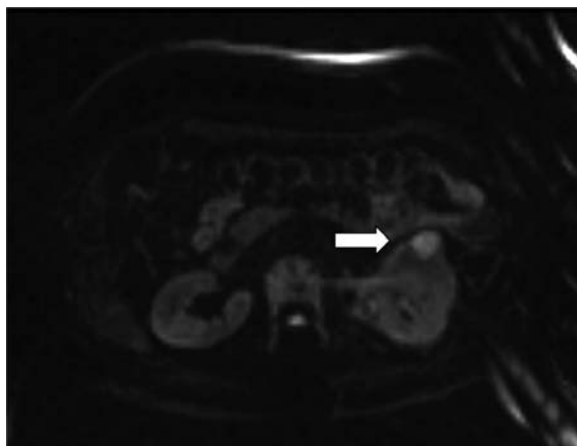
After 15 months from presentation, a lesion with high signal intensity on DWI appeared in the tumor (arrow).
